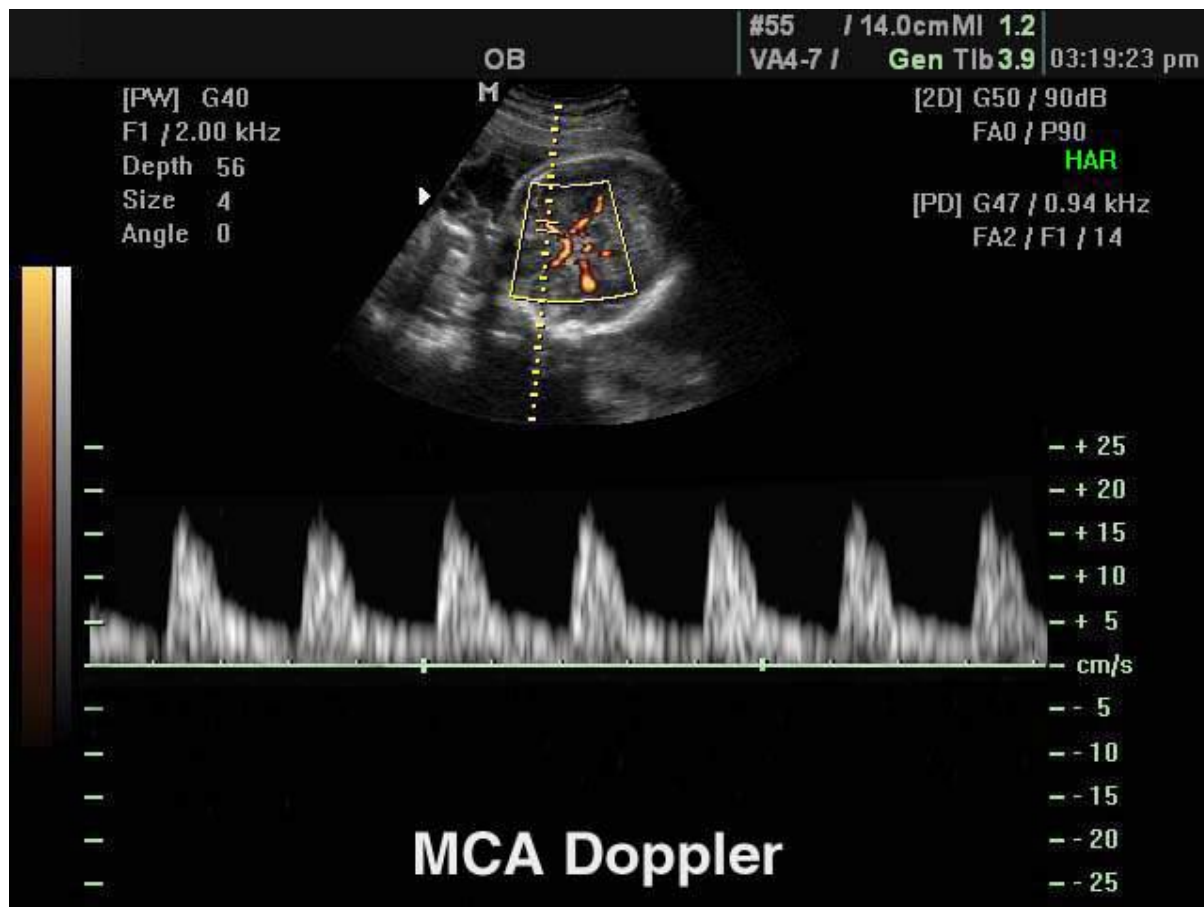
Middle cerebral artery, PW, power Doppler. Ultrasound image.
